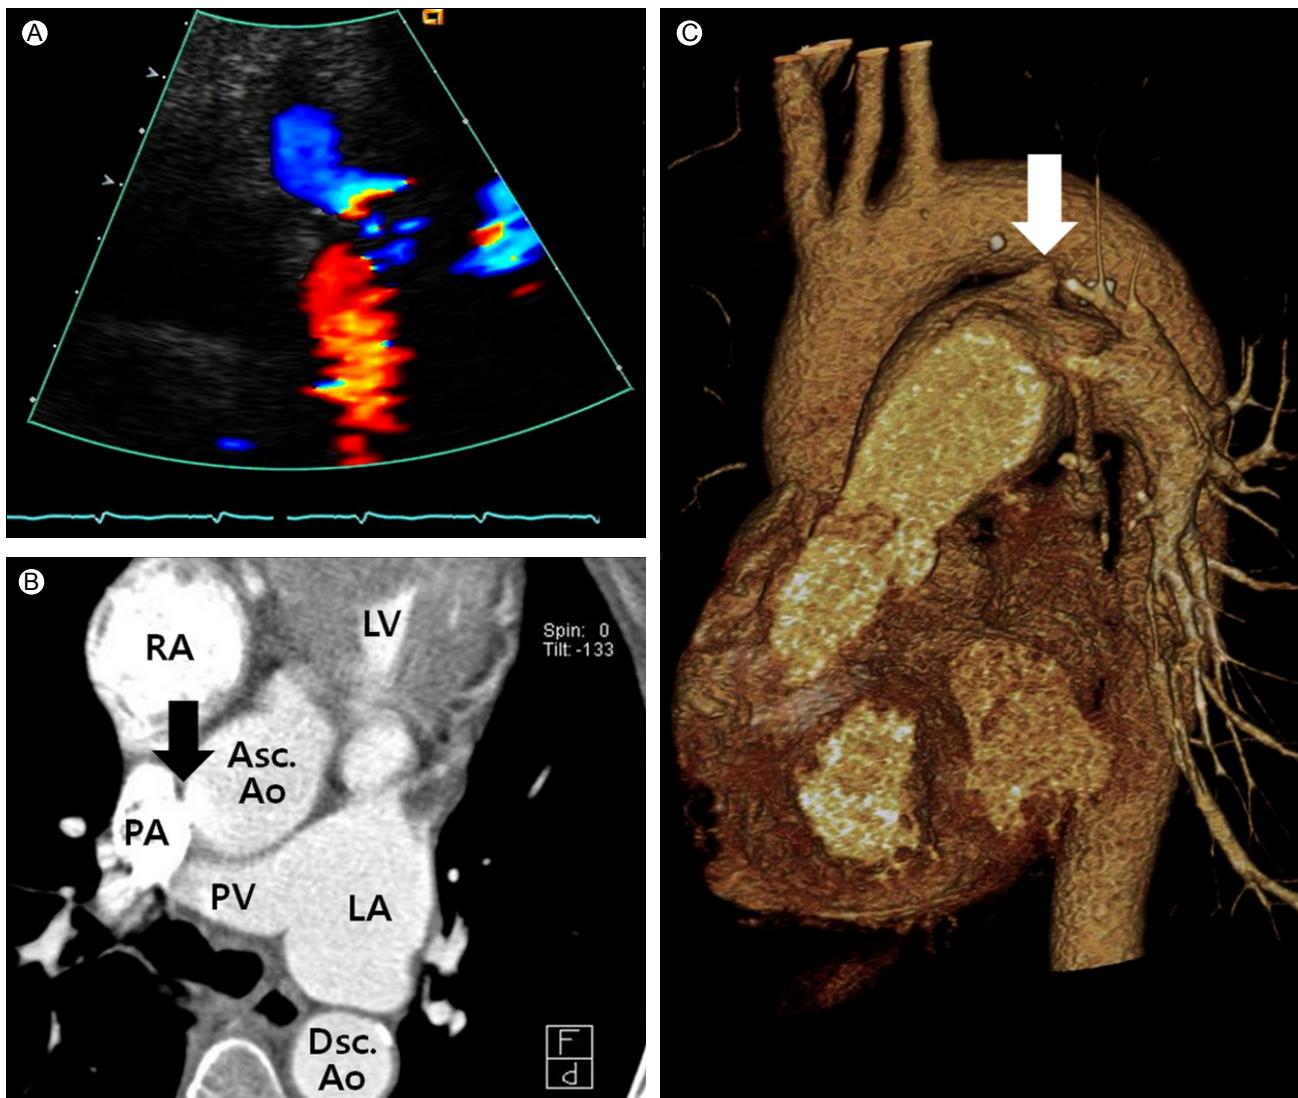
The retrograde flow from the aorta to the pulmonary artery (red color) seen on the color Doppler suggests a patent ductus arteriosus (A). A sagittal view of the CT scan showed a connection between the left pulmonary artery and the distal aortic arch (black arrow). Asc. Ao., Ascending aorta; Dsc. Ao., Descending aorta; LA, Left atrium; LV, Left ventricle; PA, pulmonary artery; PV, pulmonary vein; RA, Right atrium (B). A CT scan and three-dimensional reconstruction of the aorta suggested a patent ductus arteriosus (white arrow) (C).
